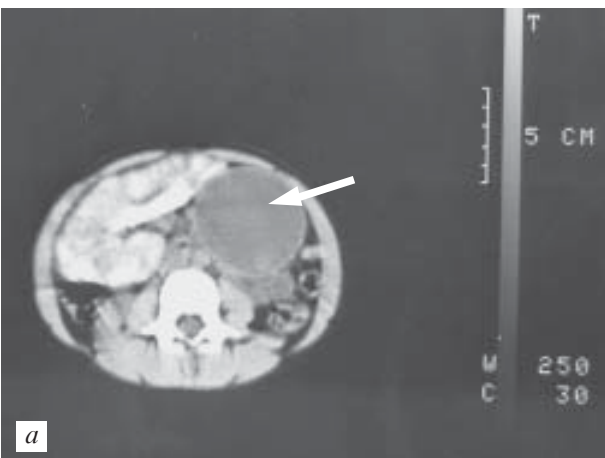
Тератома лівого яєчника. Комп'ютерні томограми (а, б)
